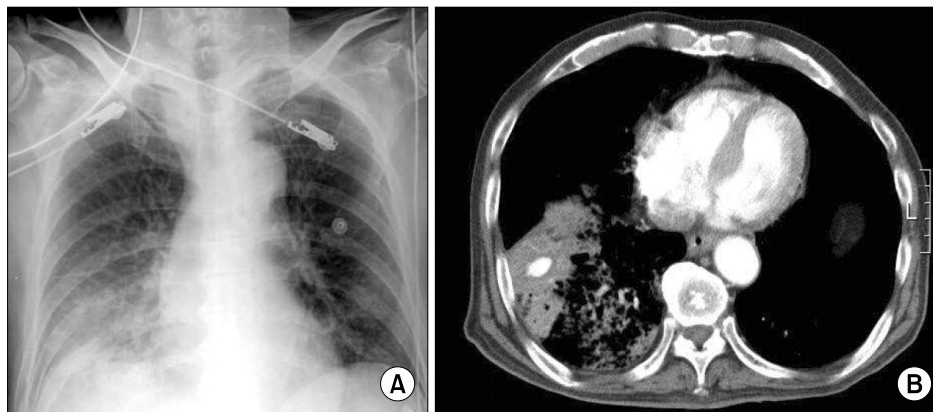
(A) Initial chest X-ray at admission shows haziness in right lower lung. (B) Chest CT scan shows consolidation and ground glass opacity with 1.5 cm size, well marginated enhancing nodule in right lower lung.
